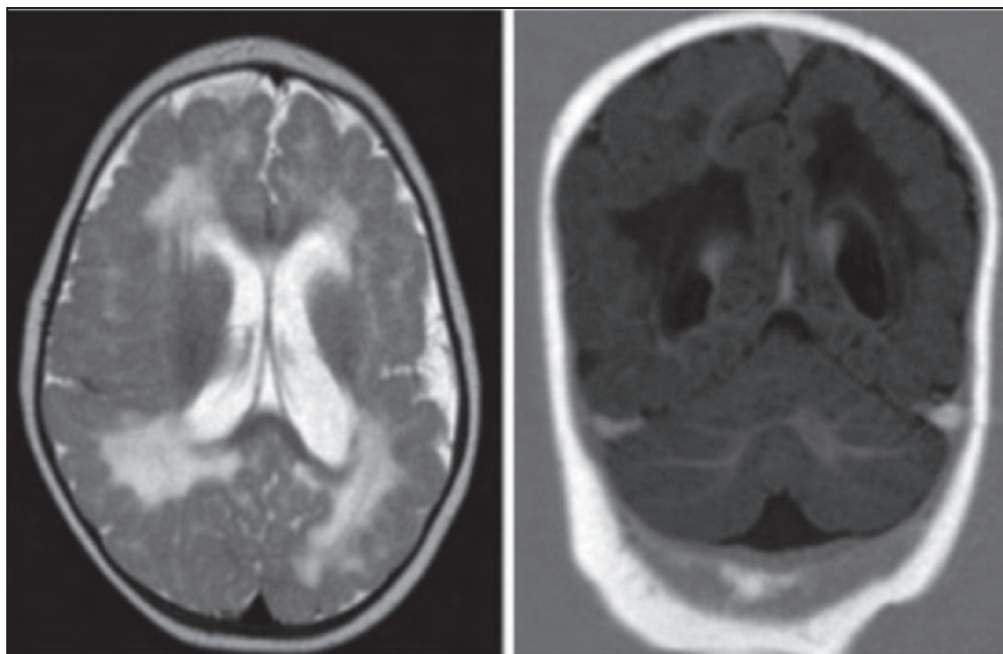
RM. Sistema ventricular dismòrfic. Patró giral polimicrogíric a nivell temporal i parietal bilateral.
